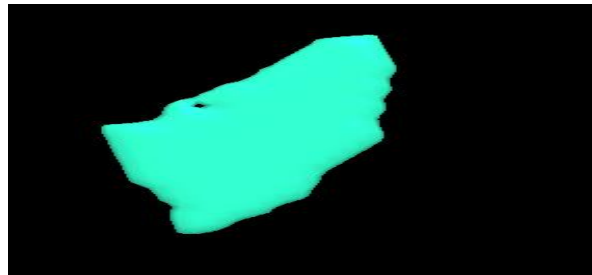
STL file generated from an MRI stack of the tissue tumor of a brain.
